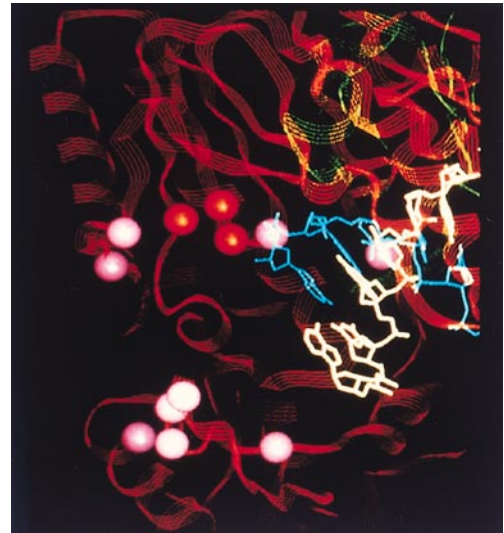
逆転写酵素阻害剤に対する耐性を起こす突然変異（アミノ酸の置換）。逆転写酵素の活性中心部位周辺の構造を示します。このような立体構造は最近急速に進んだX線結晶解析法によって明らかになってきました。鋳型（白で示す）は伸長しつつあるウイルスDNA（青）とワトソン-クリックの2重らせん構造を形成しています。耐性に関連したアミノ酸置換（ピンク）が鋳型・ウイルスDNAの走行する両側に散在しているのがわかります。
